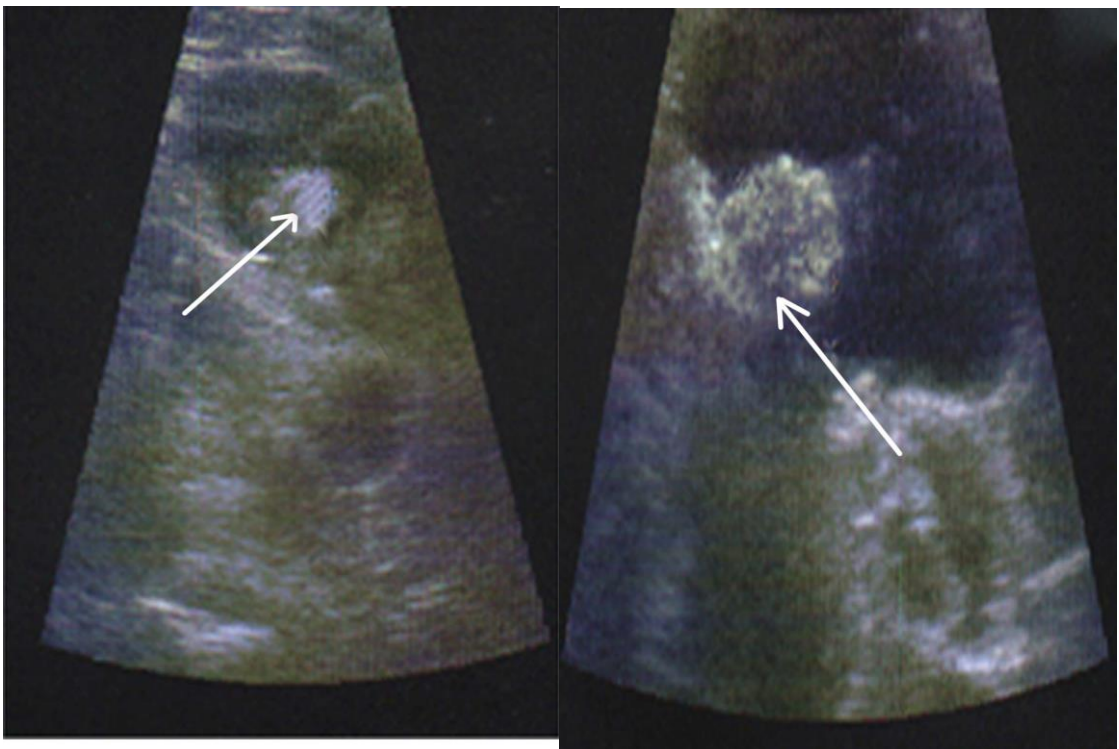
УЗИ. Полип на широкой ножке слепой кишки
